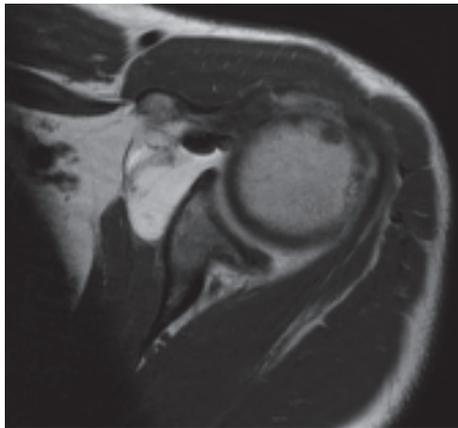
Immagine artro-RM SE-T1 pesata che dimostra un quadro di lassità capsulare anteriore.
